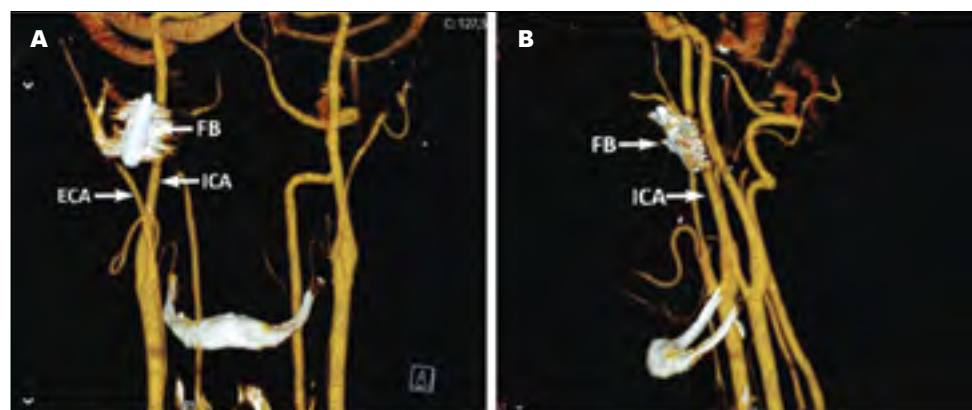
Передньо-задній (А) і боковий (В) вид 3D-реконструкції КТ-ангіографічного зображення, що показує положення стороннього тіла відносно правої внутрішньої (ICA) і зовнішньої (ECA) сонних артерій. FB – локалізація кулі
